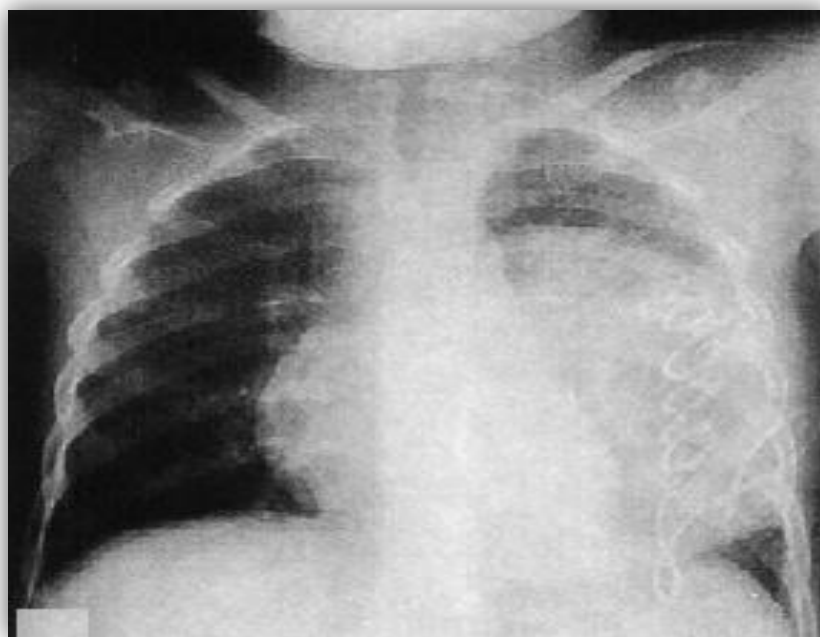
Radiographie du thorax de face : volumineuse opacité arrondie homogène bien limitée du poumon gauche [25].
